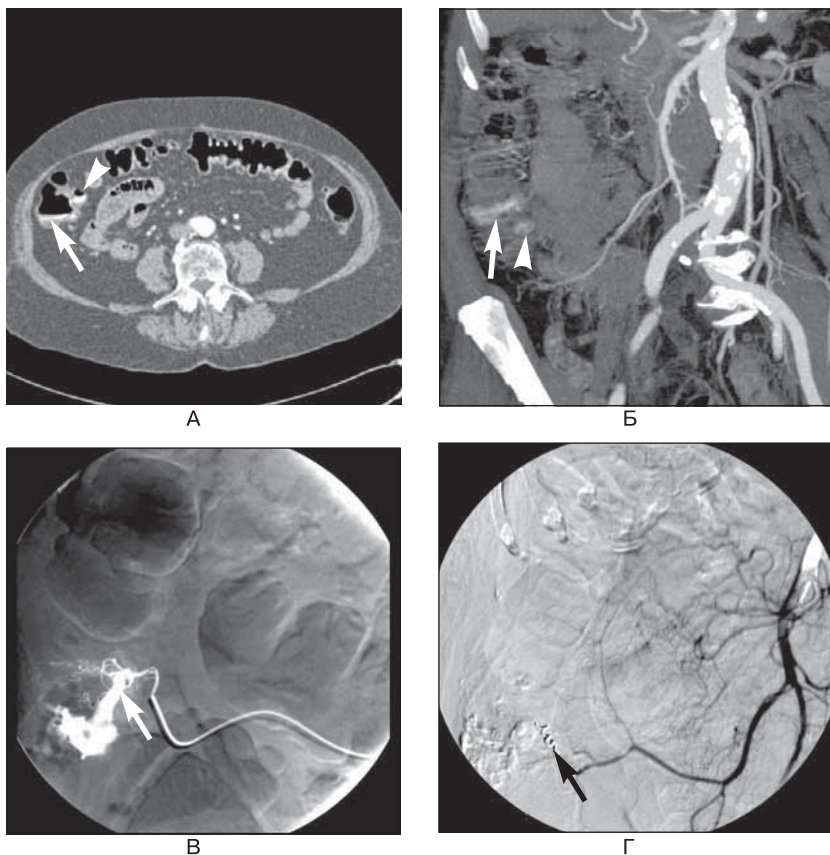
Ободочнокишечное кровотечение. Представлен пациент с кровотечением из нижних отделов ЖКТ. КТ в (А) аксиальной и (Б) фронтальной плоскостях, выполненная во время артериальной фазы контрастного усиления, показала аккумуляцию контраста в пределах восходящей ободочной кишки сразу выше илеоцекальной заслонки (*стрелки*). Указано дополнительное наложение контраста в дивертикуле слепой кишки (*треугольники*). (В) Ангиография подтвердила активную экстравазацию из ветви илеоцекальной артерии (*стрелка*). Кровотечение впоследствии (Г) было успешно остановлено эмболизацией спиралью (*стрелка*). (КТ и ангиограммы любезно предоставлены докторами Ресом Инглендом и Тони Николсоном, Лидский клинический госпиталь, Великобритания.)
